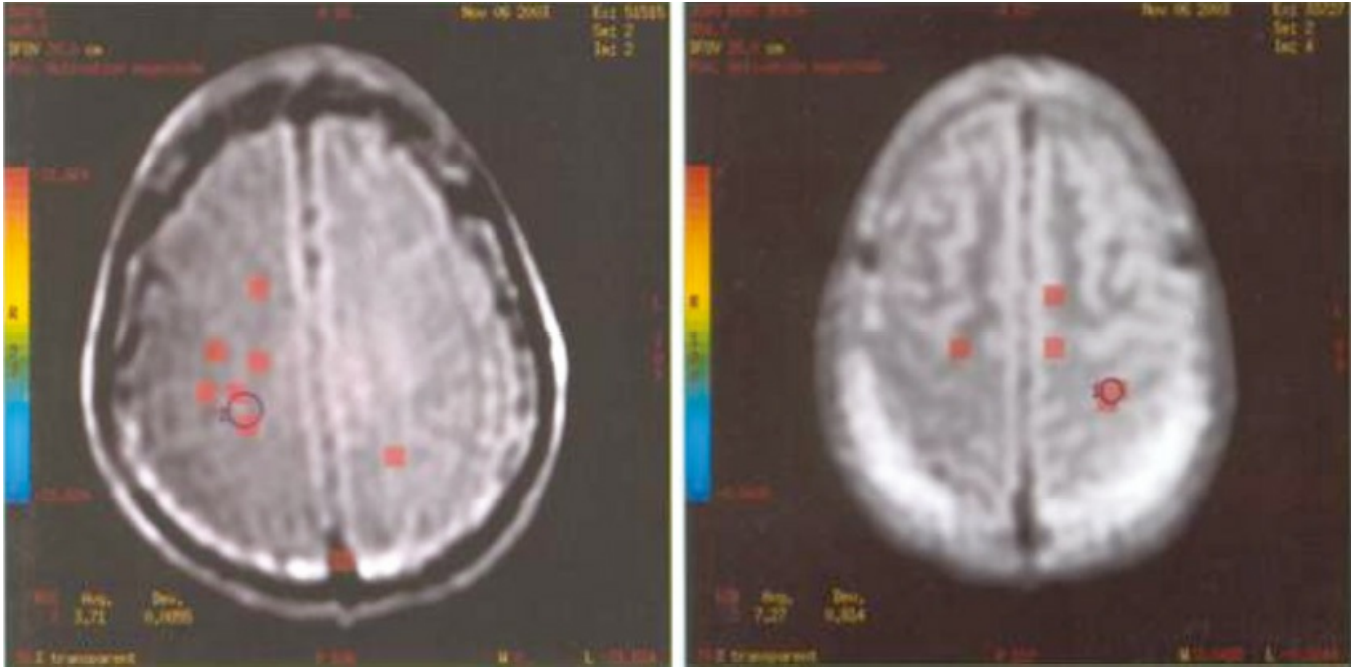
Padrão de ativação dos hemisférios cerebrais em uma avaliação por ressonância magnética nuclear funcional em um sujeito normal (à esquerda) e um paciente com transtorno de hiperatividade e déficit de atenção (à direita). Tanto o sujeito quanto o paciente estavam realizando um teste de atenção visual durante a geração das imagens. Em ambas as imagens, o hemisfério direito está à esquerda e a parte frontal está voltada para cima. Os quadrados vermelhos representam áreas de ativação relacionadas com a tarefa. Note que o sujeito normal apresenta uma clara assimetria favorecendo o hemisfério direito enquanto o mesmo não pode ser observado para o paciente.
